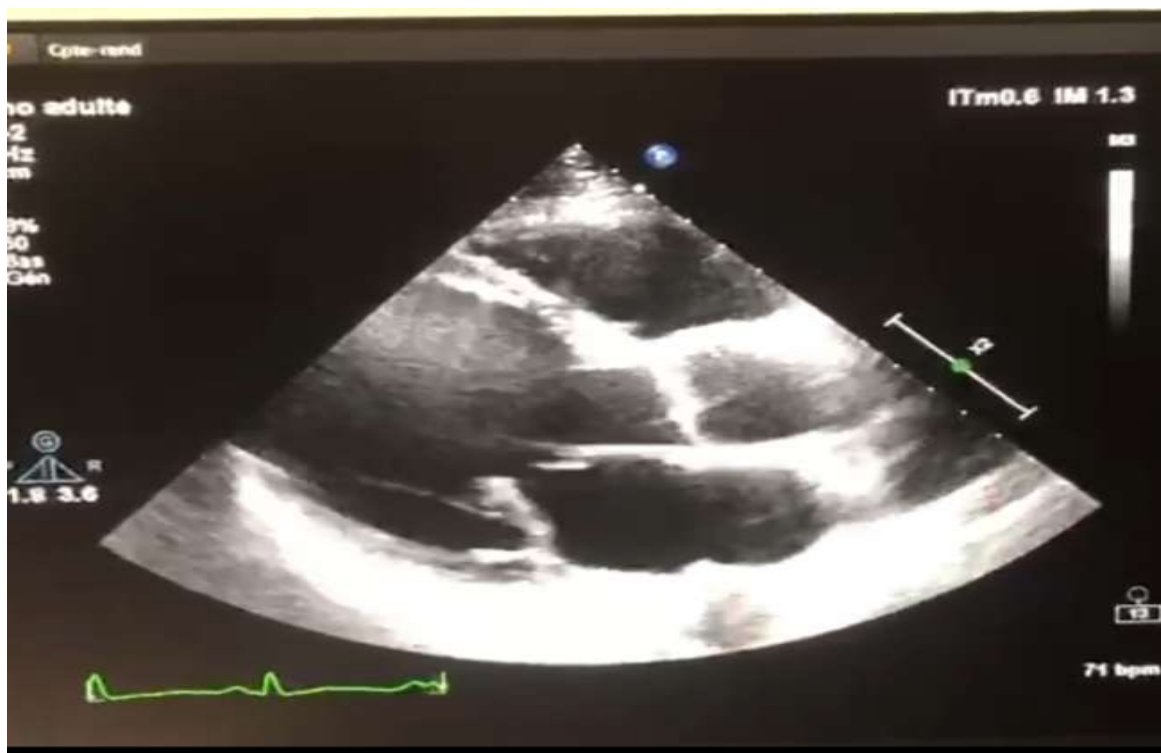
Coupe parasternale grand axe montrant une dilatation biventriculaire avec une hypokinésie globale et une dysfonction VG sévère à 25% (SBP).
